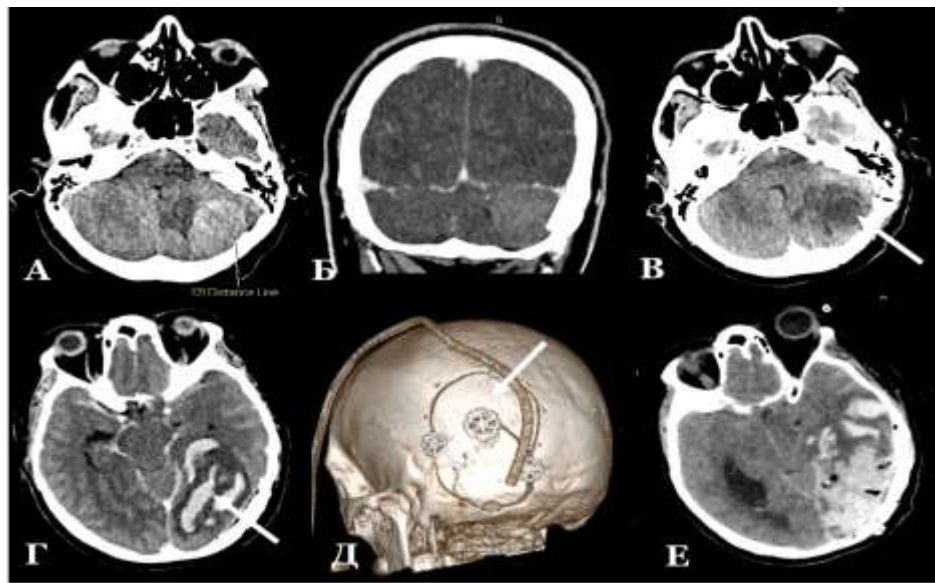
Клинический пример исходно ошибочной тактики лечения ВИГТ, возникшего после перевязки левого поперечного синуса в ходе оперативного удаления менингиомы намета мозжечка с субтенториальным ростом, жен., 58л. (Т-ян Л.И., и/б №35685/2015). А, Б – предоперационное КТ головного мозга с контрастированием, аксиальный и коронарный срезы. В – КТ головного мозга, 1-е сутки после операции, аксиальный срез на уровне операционного ложа. Стрелкой указано ложе удаленной опухоли со стандартными послеоперационными изменениями. Г – КТ головного мозга, 1-е сутки после операции, аксиальный срез супратенториально на уровне базальных отделов височной доли. Стрелкой указана зона венозного инфаркта с геморрагической трансформацией. Д – 3D-реконструкция отражает ошибочно выбранный подход к хирургическому лечению осложнения – расширение зоны трепанации супратенториально (указано стрелкой) с целью резекции очага геморрагической трансформации. Реоперация сопровождалась трудностями гемостаза – срыв гемостатической пробки на фоне венозной гипертензии. Е – КТ головного мозга, 2-е сутки после реоперации, аксиальный срез. Резко отрицательная динамика геморрагической трансформации. Экстренно выполнена ДТЧ, снимки не выполнялись по причине гемодинамической нестабильности пациентки. Летальный исход на 6-е сутки
